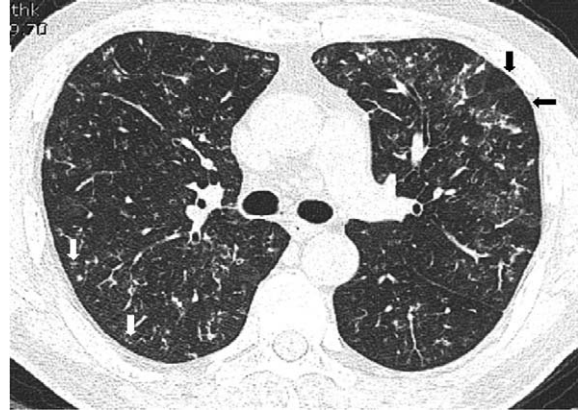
HRCT scan that was obtained on one day after admission shows diffuse, ill-defined centrilobular nodules (white arrow), bronchiectasis and patterns of mosaic perfusion (black arrow) suggesting air-trapping due to bronchiolitis obliterans.
